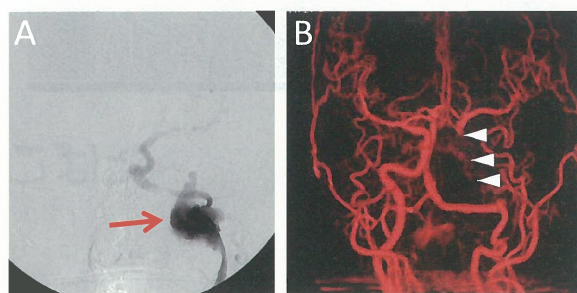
脳血管造影(A: 術前左総頸動脈撮影正面像、B: 術後3D-CTA)
